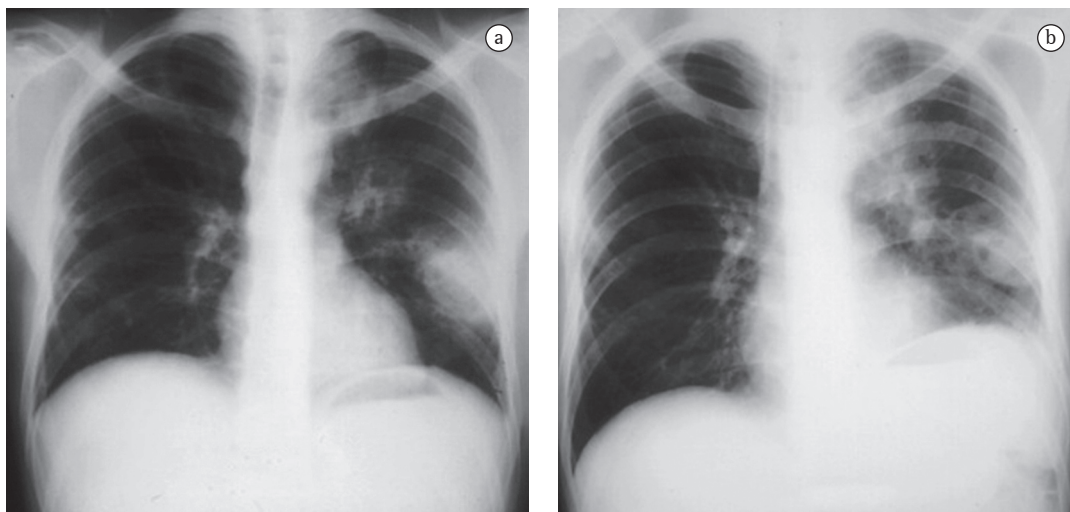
Radiografia de tórax de um paciente com leucemia, mostrando cavidades (em A) e consolidação pulmonar (em B) por *Rhizomucor pusillus*.
